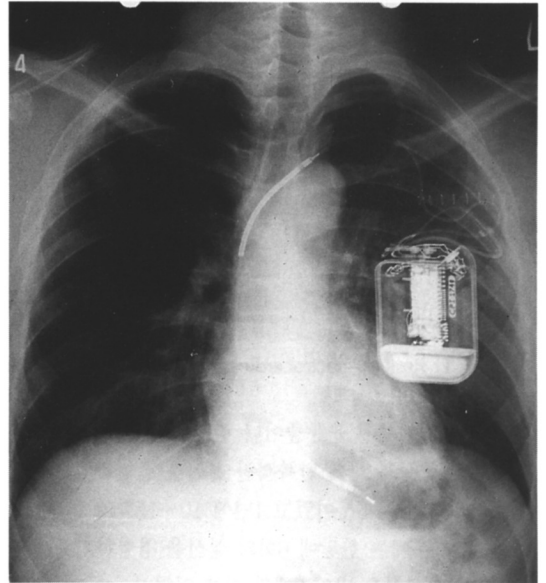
Chest X-ray after ICD implantation.
